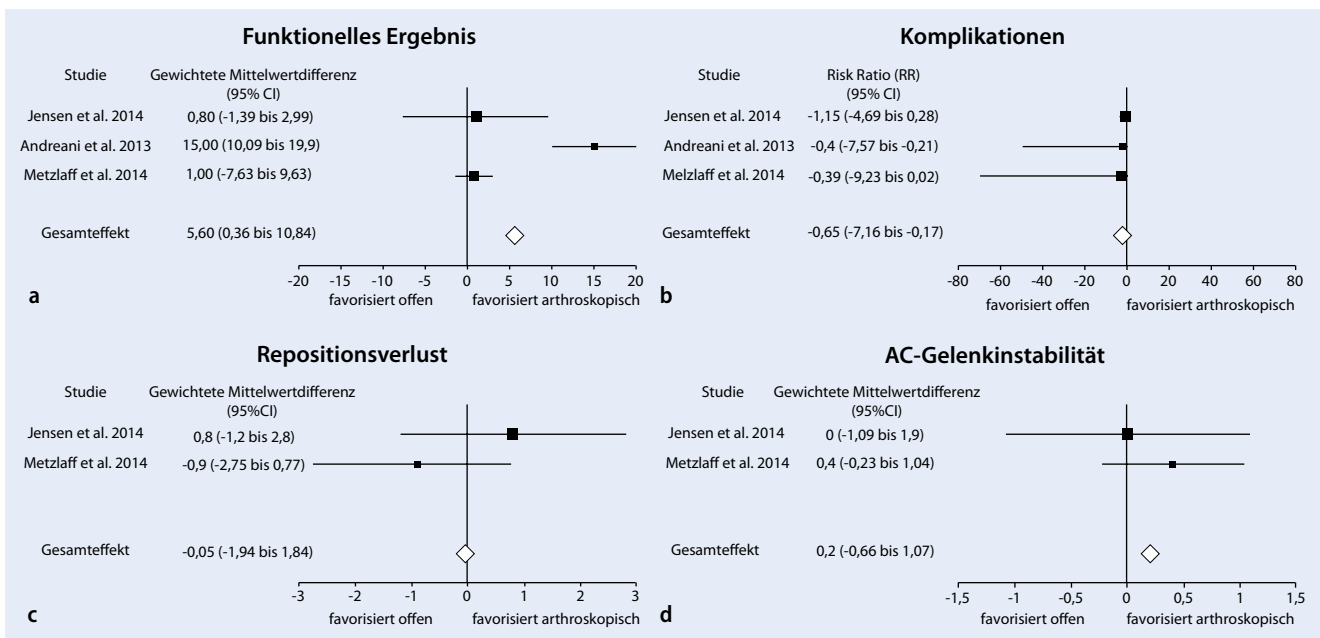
▲ Komparative Studien in Bezug auf a funktionelles Outcome gemessen anhand des Constant-Score, b Komplikationen, c Repositionsverlust quantifiziert im Röntgenbild mittels CC-Differenz, d AC-Gelenk-Instabilität. [9, 28, 29]. CC korakoklavikulär, CI Konfidenzintervall
